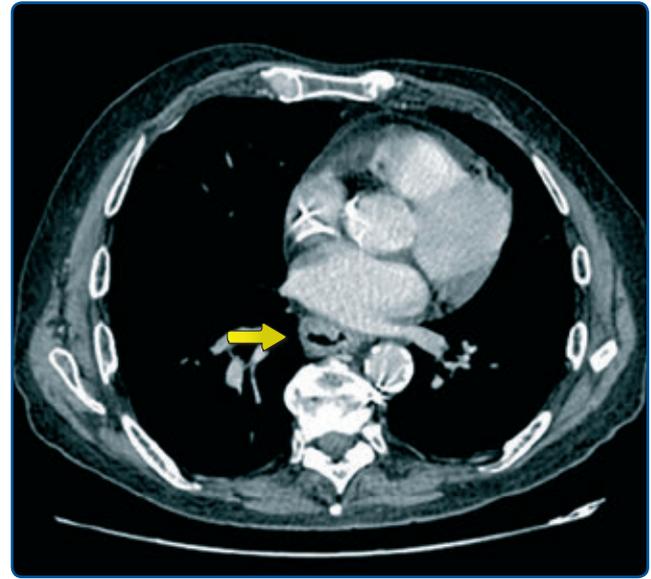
TC de reevaluación tras el tratamiento RT-QT. Disminución de tamaño de la masa en el tercio medio-inferior esofágico, no observándose adenopatías significativas en proximidad en la actualidad.
